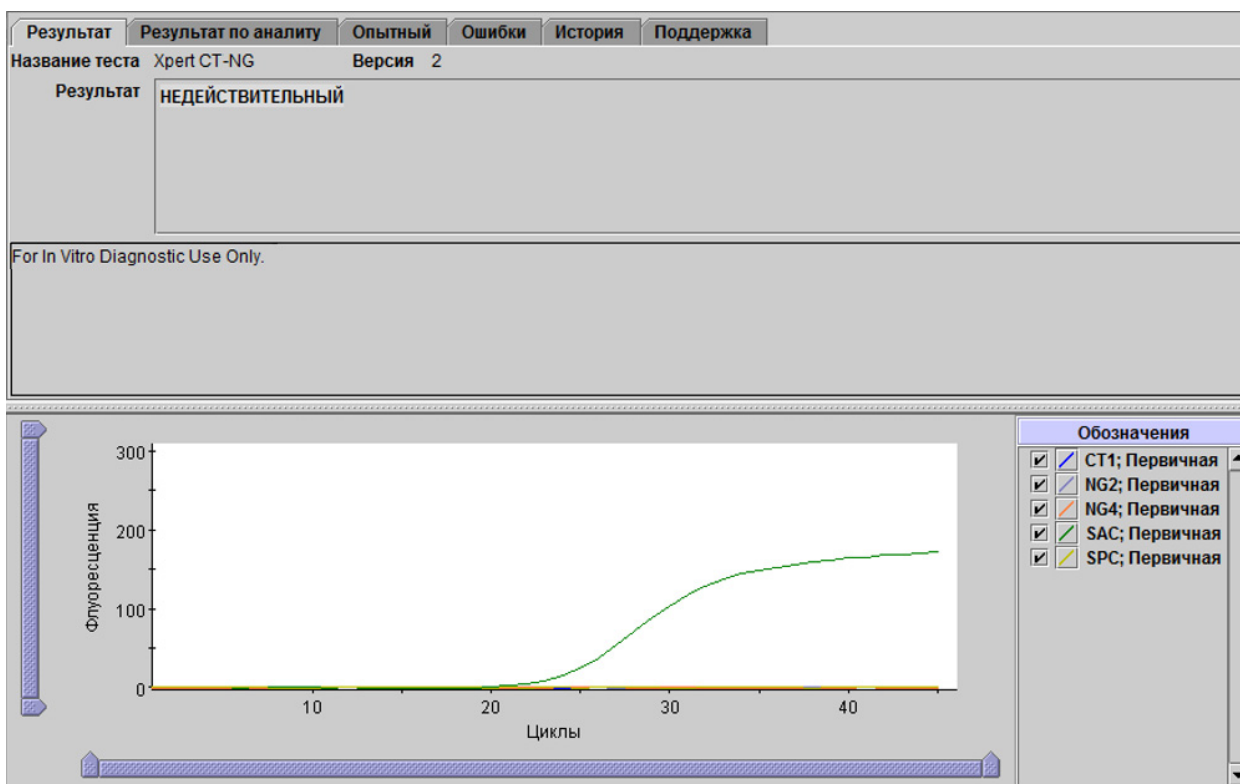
Xpert CT\_NG — недейственный результат
